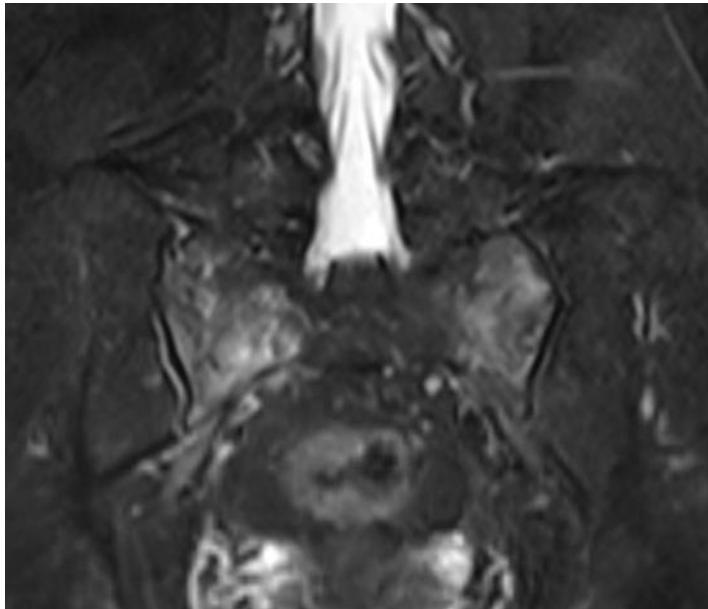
Ressonância magnética demonstrando fraturas por insuficiência bilateralmente nas asas do sacro, caracterizando os componentes verticais do sinal do H.
